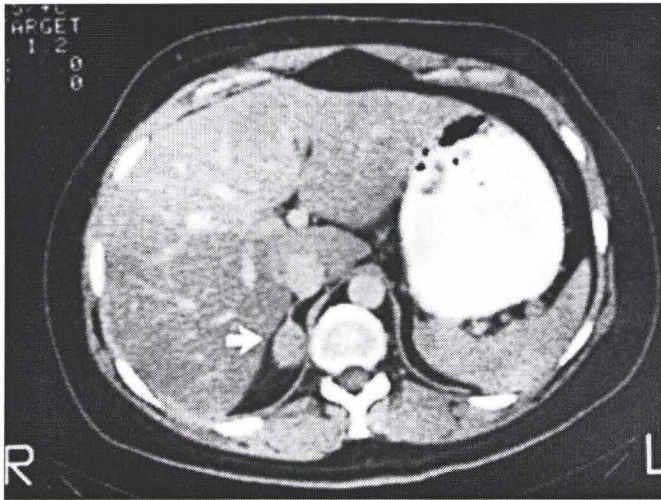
Imagen de Tomografía Computada con Adenoma Adrenal Derecho
